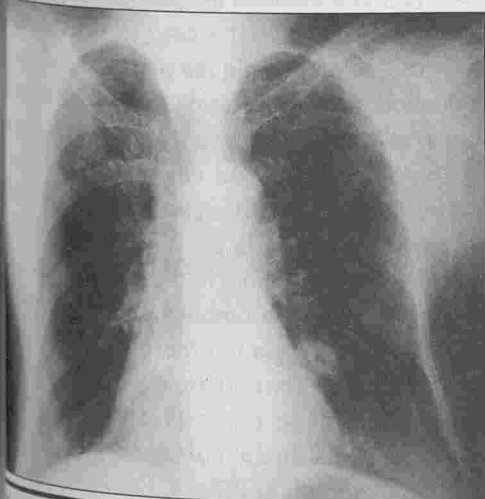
Radiographie standard de face: nodule pulmonaire hétérogène de 3 cm de diamètre du lobe inférieur droit.
